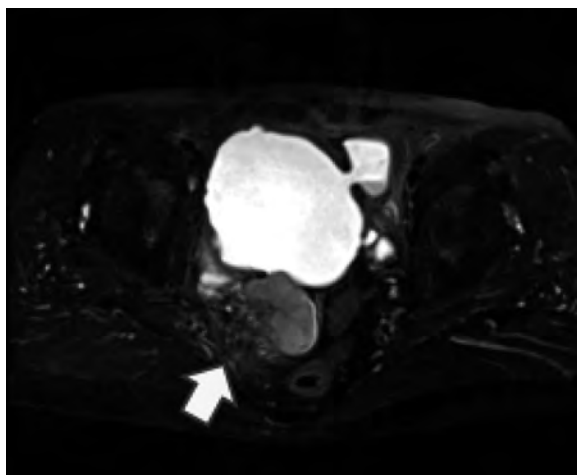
T2 weighted MRI showed a tumor with invasion into perivesical fat (arrow).
